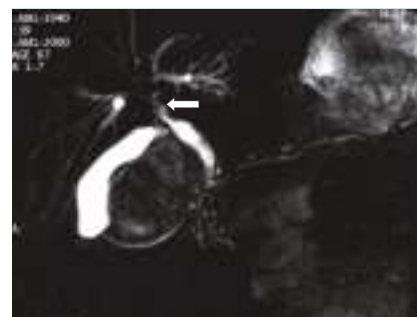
Cholangio-pancréato-IRM avec reconstruction en coupes épaisses. Noter la sténose hilare longue et sans dilatation des voies biliaires intra-hépatiques en amont. (Cliché Marie Pierre Vullierme, Hôpital Beaujon)
